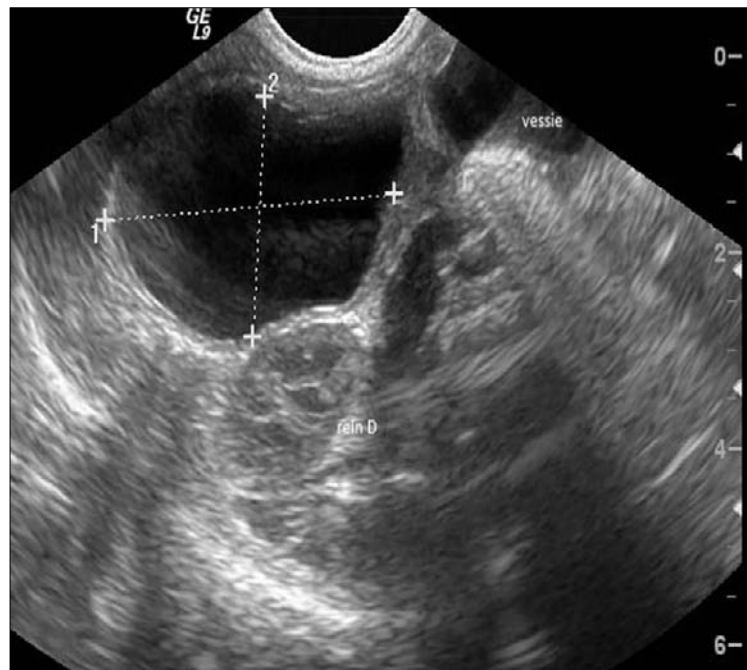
Échographie objectivant un kyste ovarien néonatal non compliqué (32).
